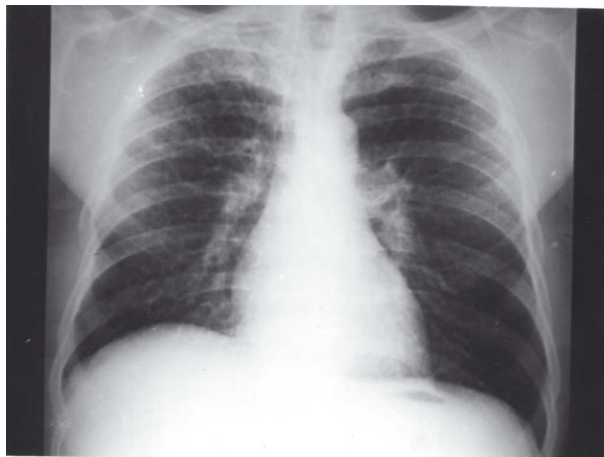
Radiografia de tórax evidenciando pequenos nódulos predominando nos lobos superiores.
